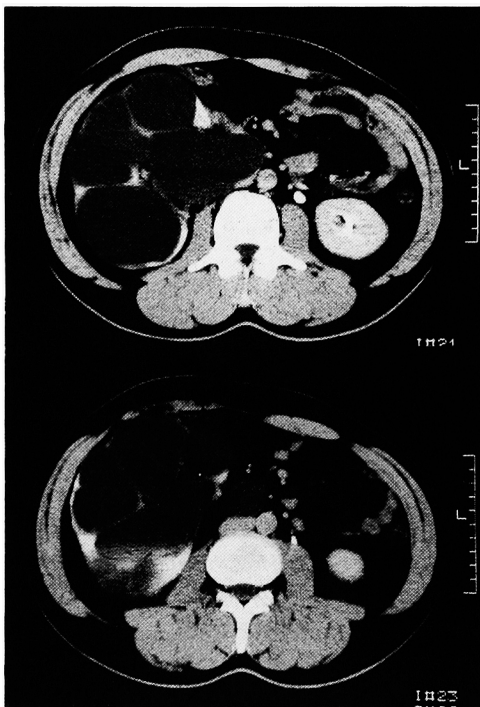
CT shows right hydronephrosis.
